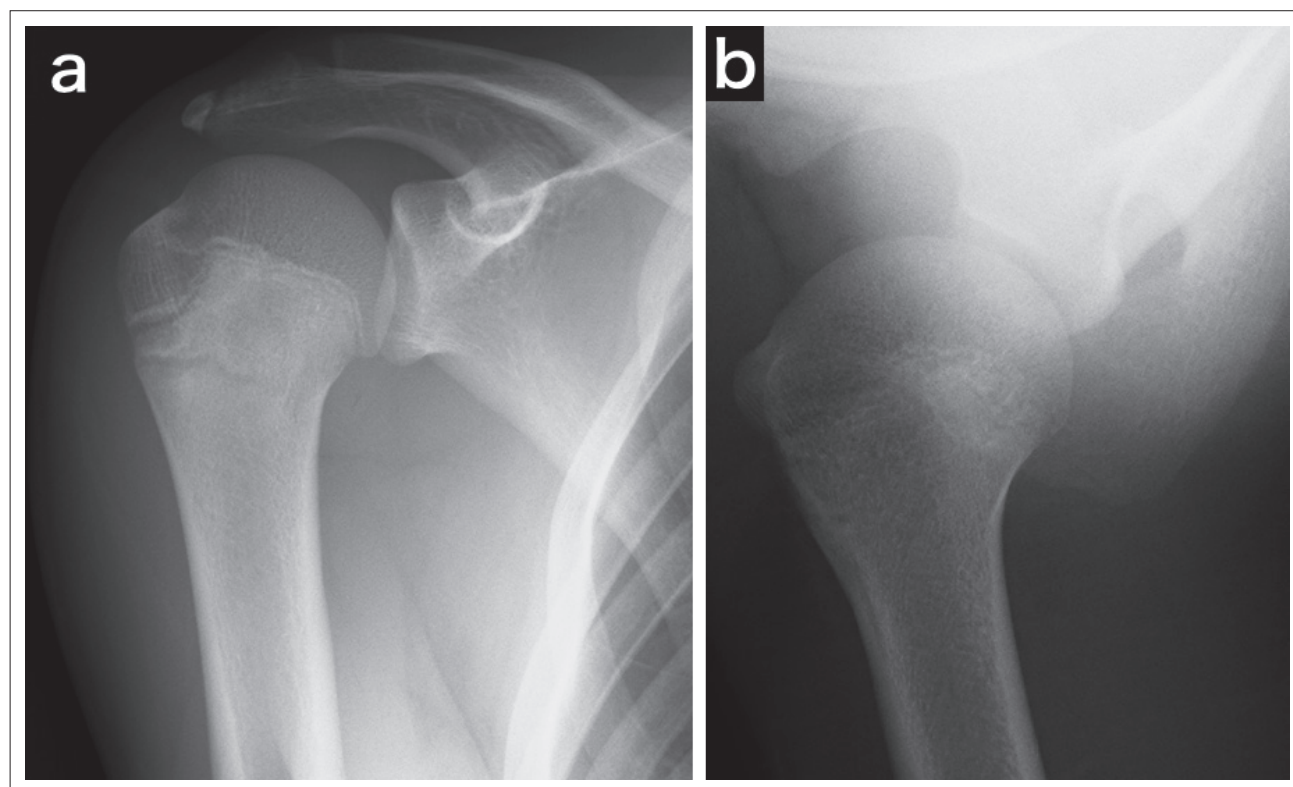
右肩関節単純X線 a: 正面像、b: 軸位像
